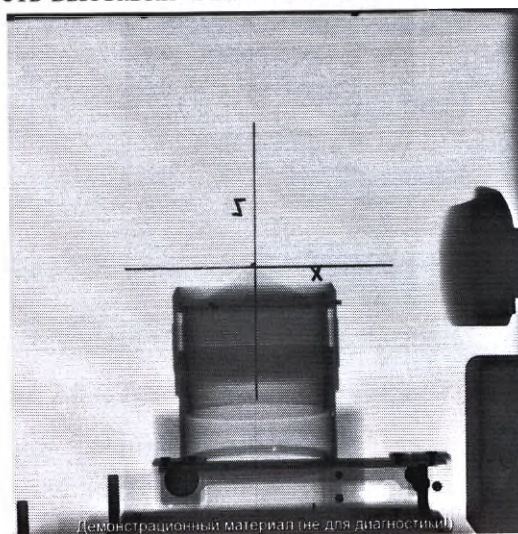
Рентгеновский снимок фантома-имитатора изоцентра
